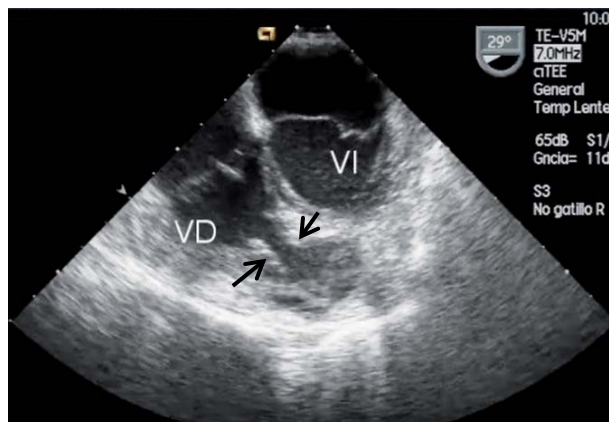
Ecografía transefágica. Ventriculo derecho de doble cámara. Ambas flechas señalan la obstrucción medio ventricular. VD: ventrículo derecho. VI: ventrículo izquierdo.
